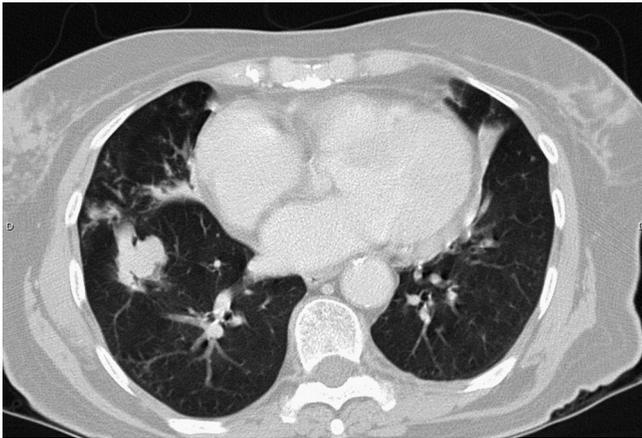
Enfermedad nodular por *Mycobacterium avium* (TAC).
